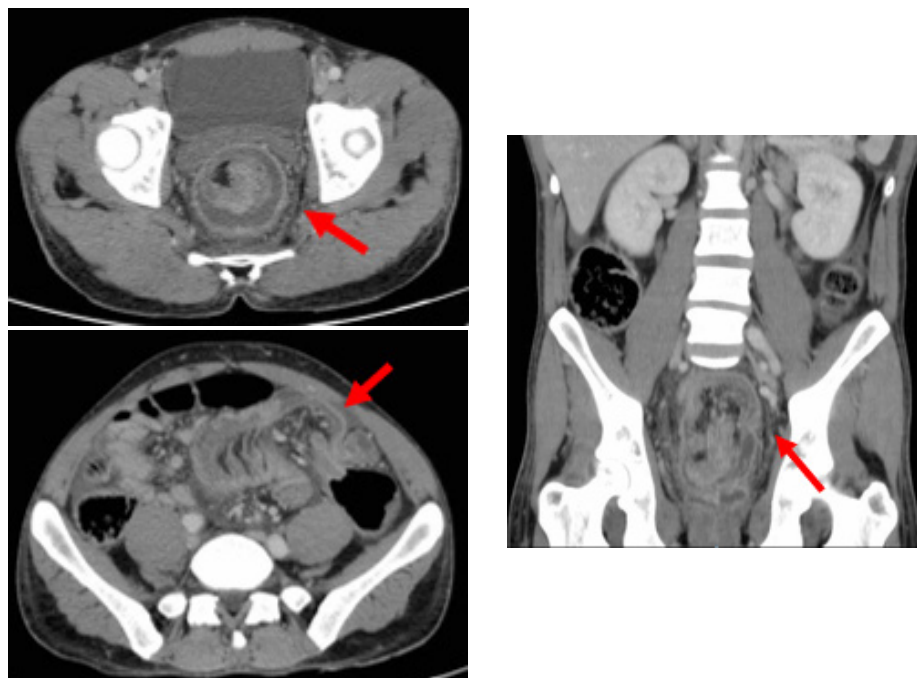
Tomografía computarizada abdominopélvica, con 2 secciones axiales y 1 sección coronal. La “imagen en diana” señalada por la flecha roja representa la invaginación colónica.
